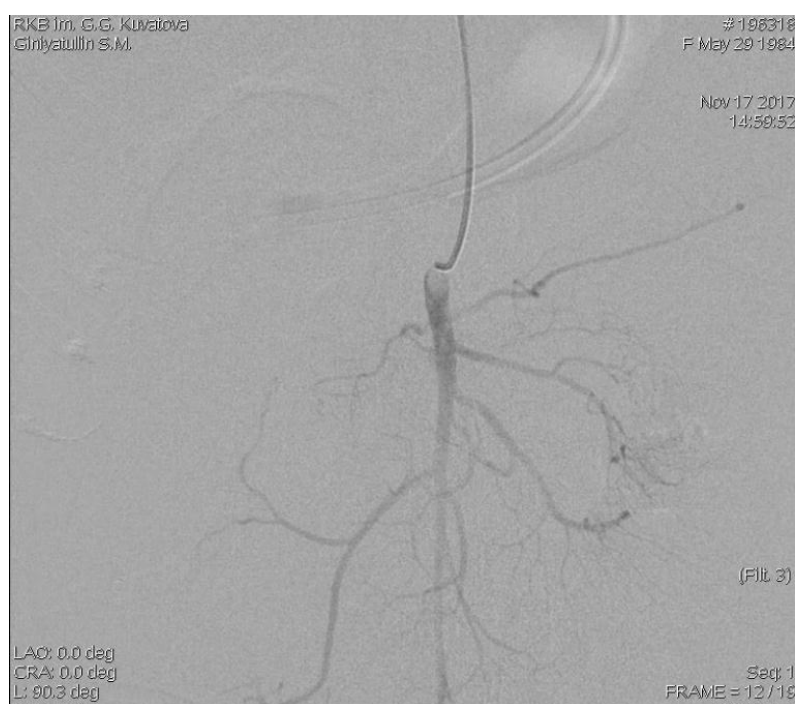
Рентгенограмма контрастированной верхней брыжеечной артерии с установленным в нее микрокатетером
